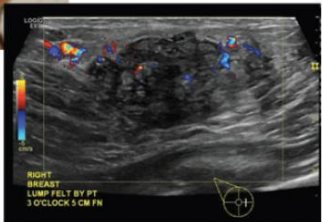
좌측 유방 상내측 사분면에 발생한 봉와직염의 임상적 모습. 초음파 검사에서 주변의 충혈 및 부종과 함께 불분명하게 액체가 고여 있는 것이 관찰됨.
